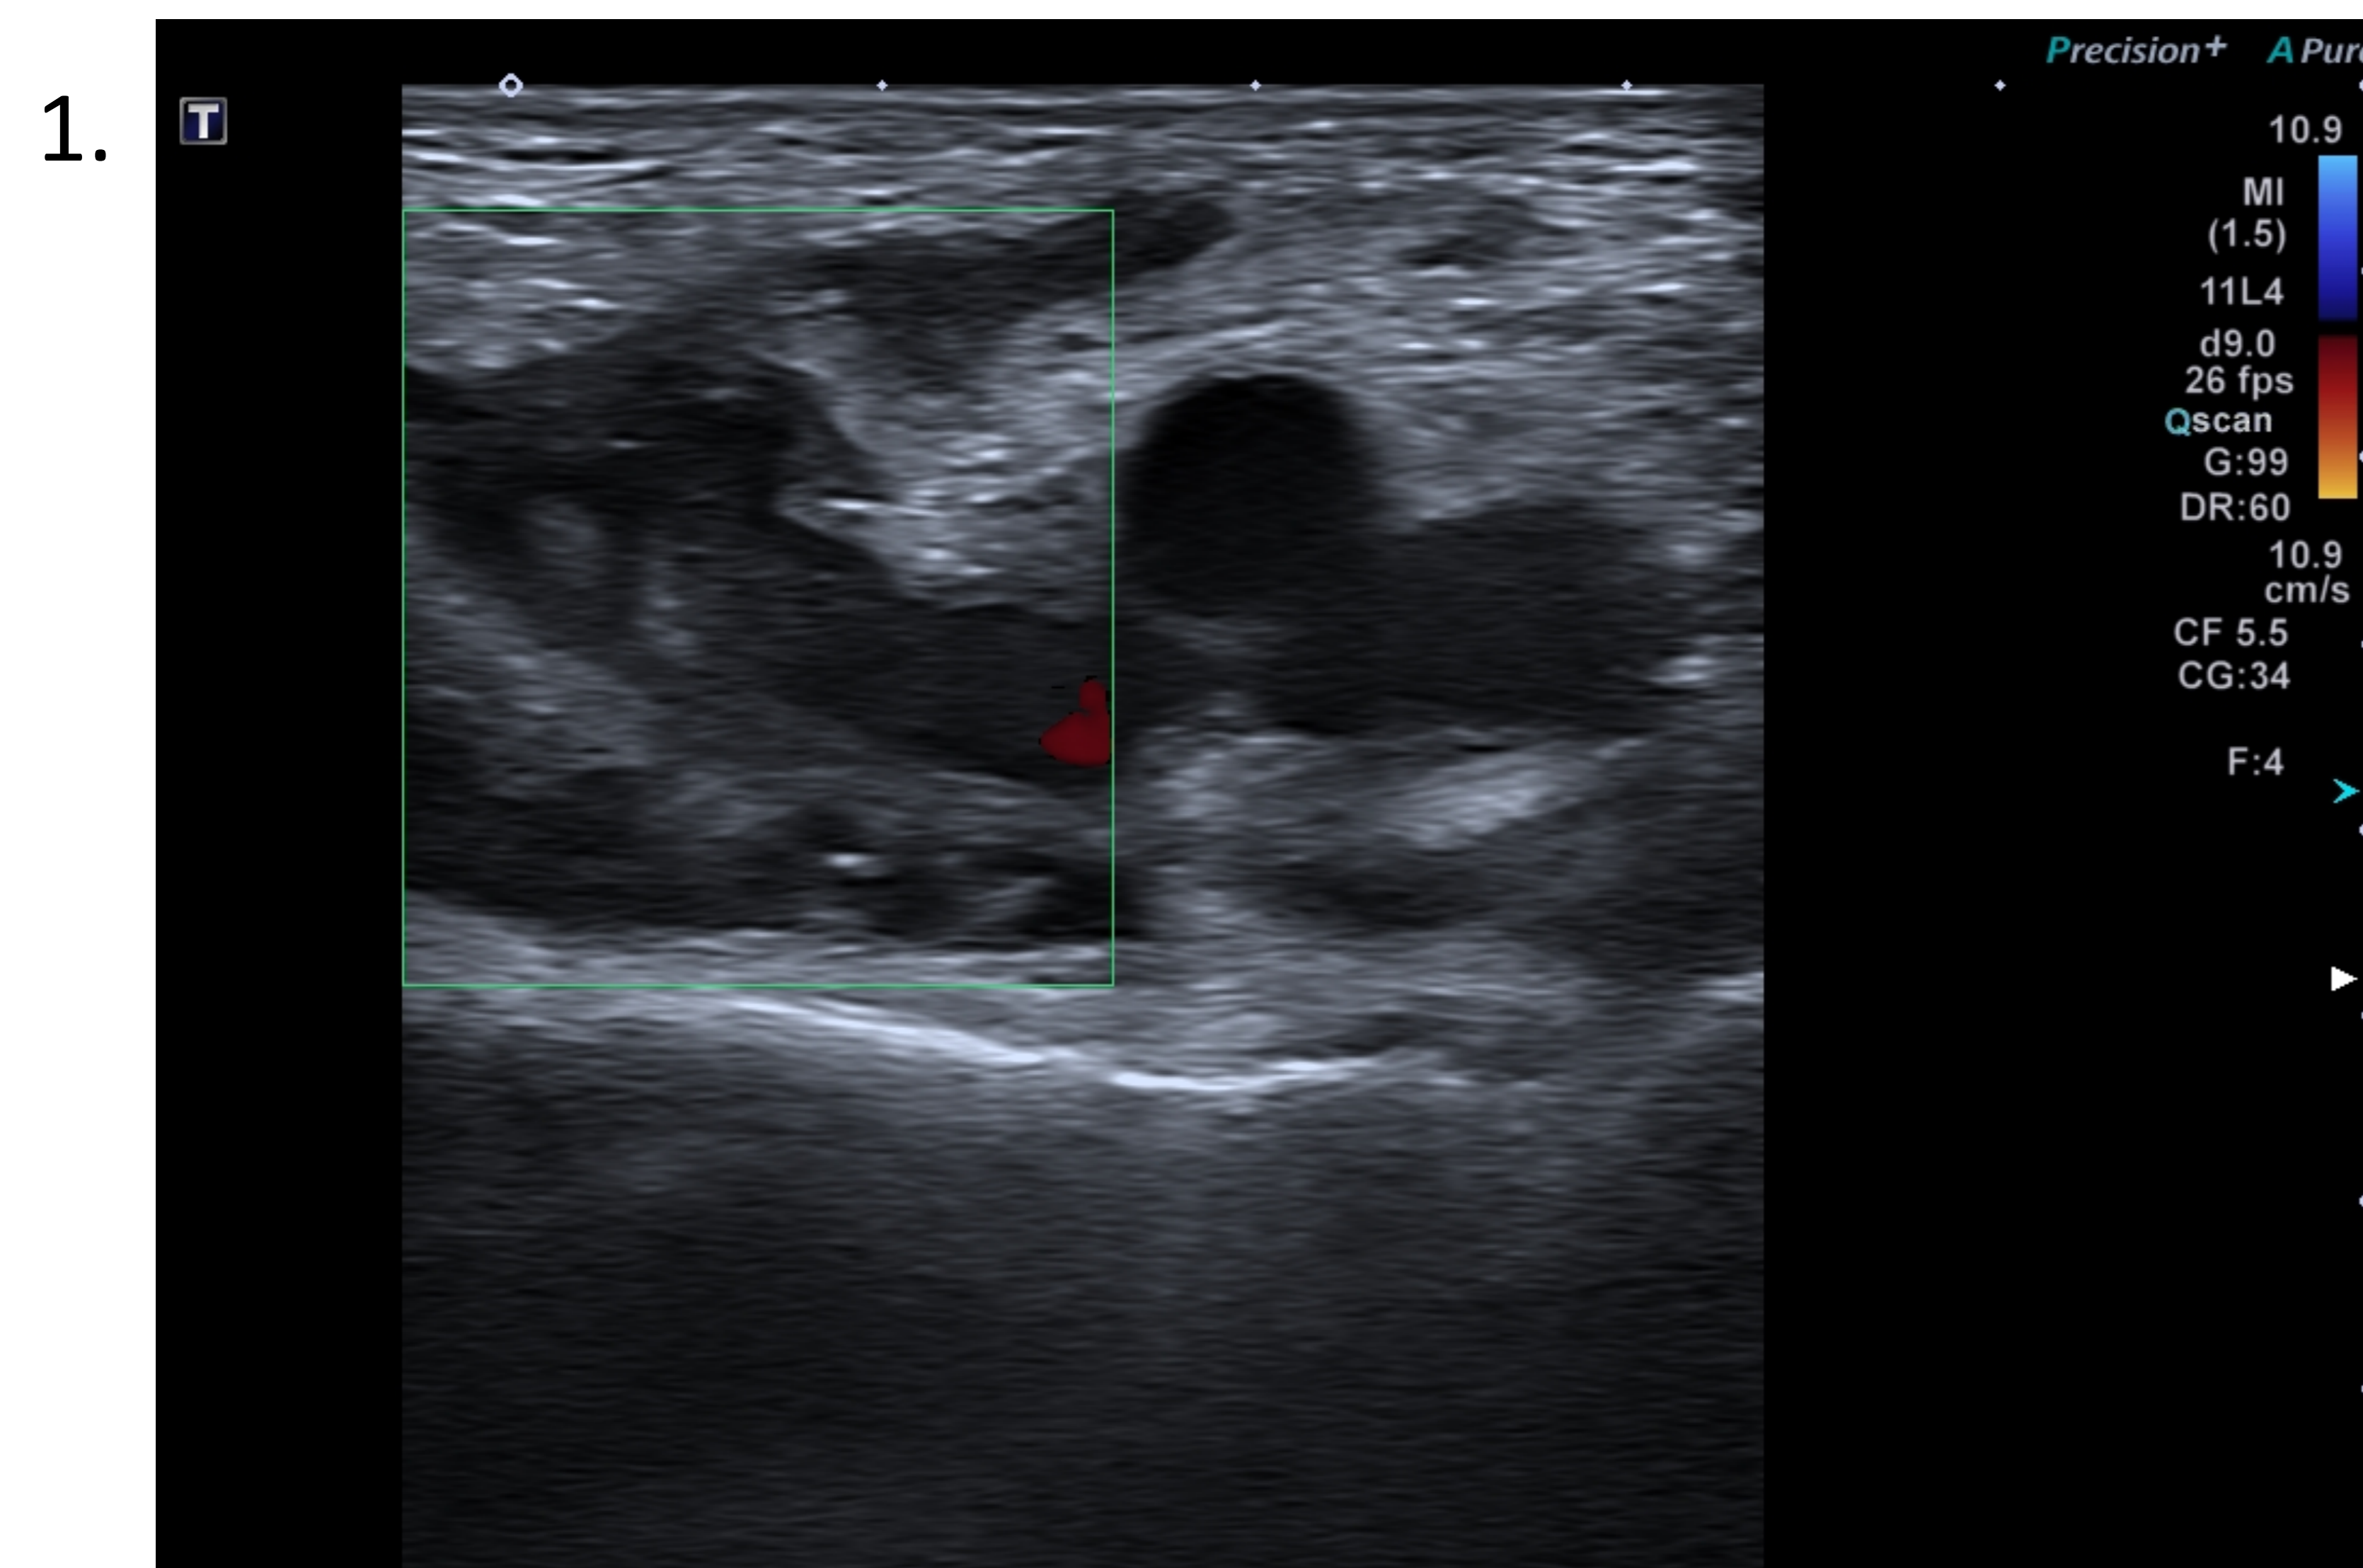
Aumento de calibre con contenido ecogénico, sin flujo doppler en su interior y falta de compresibilidad del cayado de la vena safena interna. Mayor riesgo de progresar al sistema venoso profundo.
